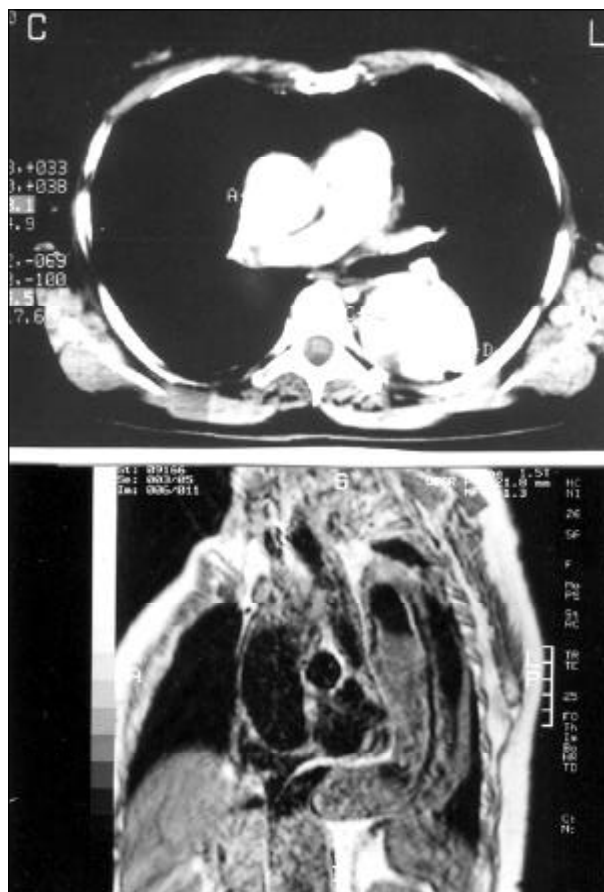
Ressonância magnética e tomografia evidenciando a presença de trombos e sugerindo a presença de ar no espaço peri-prótese.
